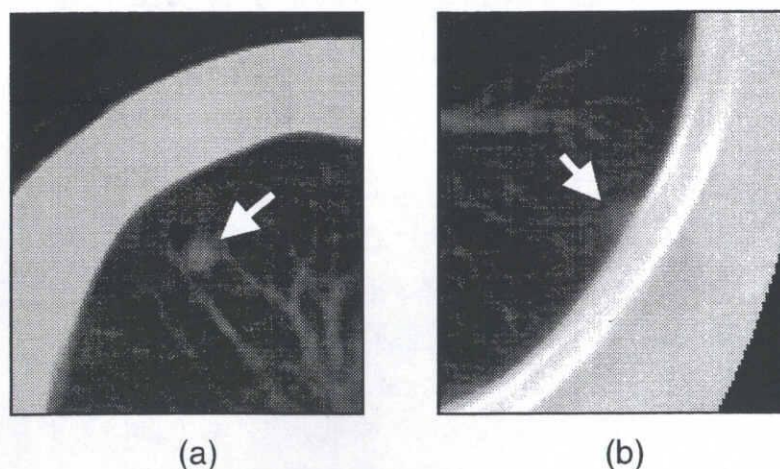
胸部ヘリカルCT画像上の腫瘍陰影. (a)胸壁に接触していない円形の腫瘍陰影の例. (b)胸壁に接触している半円形の腫瘍陰影の例.
